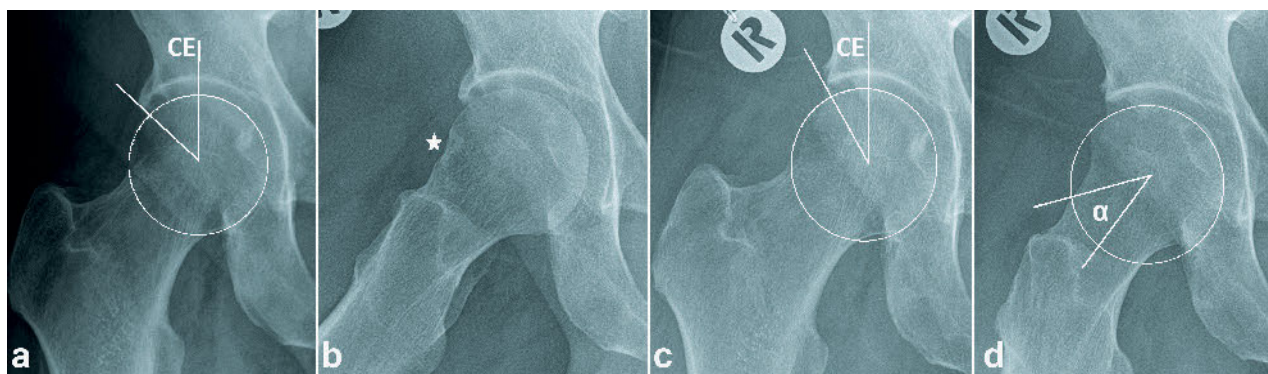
Röntgenologisches Bild einer beginnenden Arthrose (Tönnis Grad I, Kellgren & Lawrence Grad II, aus Abb. 1). Röntgenologisch findet sich passend zur Klinik ein Hüftimpingement mit führender Pincerkomponente (a). Der CE-Winkel misst 51° . In den axialen Bildern, minimal auch im a.p.-Bild, ist am knöchernen Schenkelhals eine durch das Pincer entstandene Einkerbung, das sog. „Identation sign“, mit einer randständigen Kortikalisverdrückung erkennbar (s. Sternchen) (b). Die Pincerkorrektur erbrachte einen CE-Winkel von 35° (c). Der alpha-Winkel wurde auf 42° reduziert (d).
